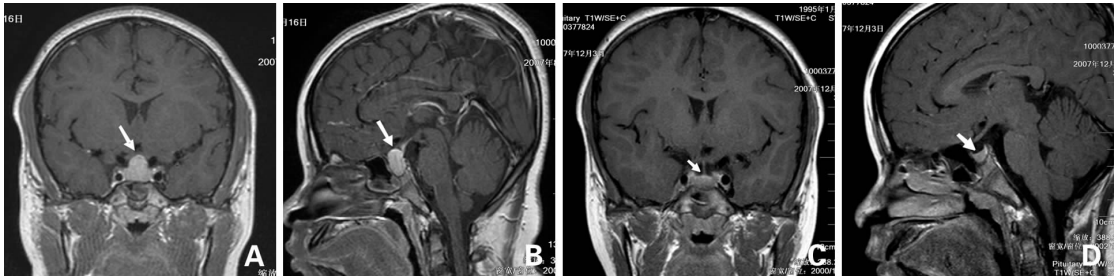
治疗前后下丘脑-垂体 MRI 增强像 A,B:示用药前鞍区可见一质地均匀肿物,向鞍上生长并压迫视神经(箭头所示);C,D:经过3个月优甲乐治疗鞍区肿物明显缩小。
